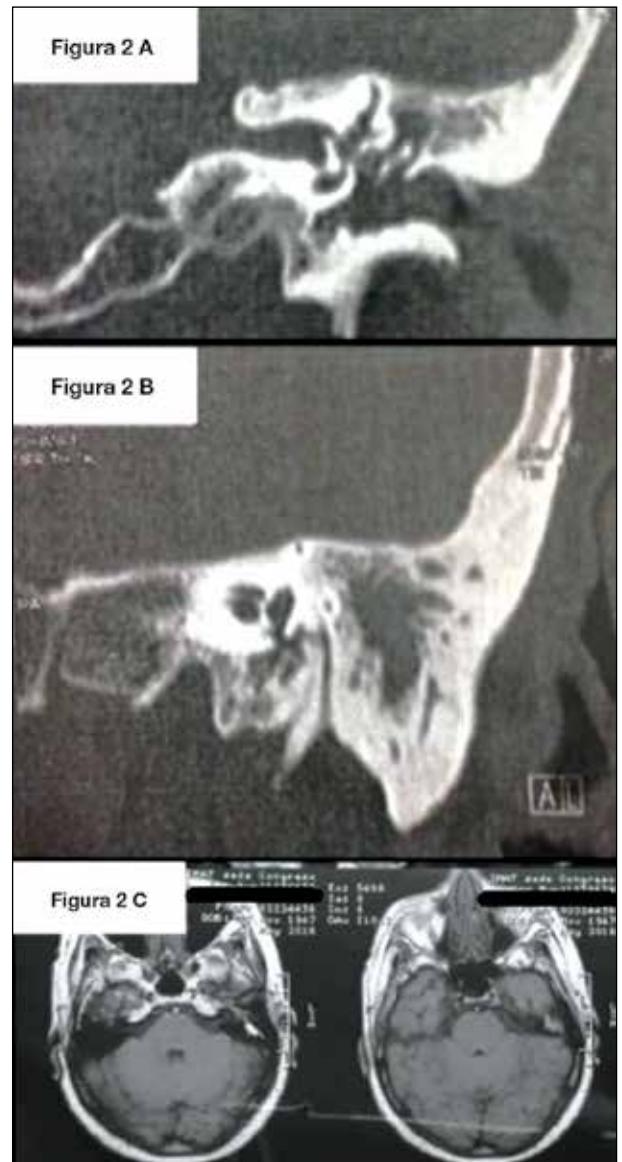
A y B) Tomografía computada de oído y peñasco izquierdo. C) Resonancia magnética de ambos oídos.
